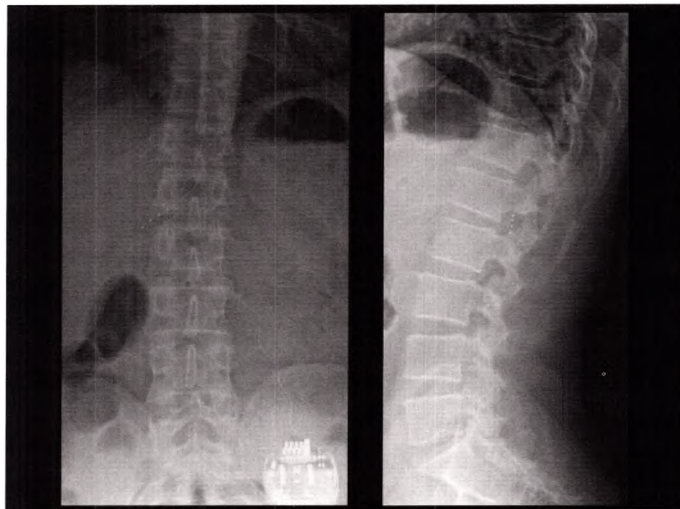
Radiographie du rachis thoracolombaire de face et de profil.
